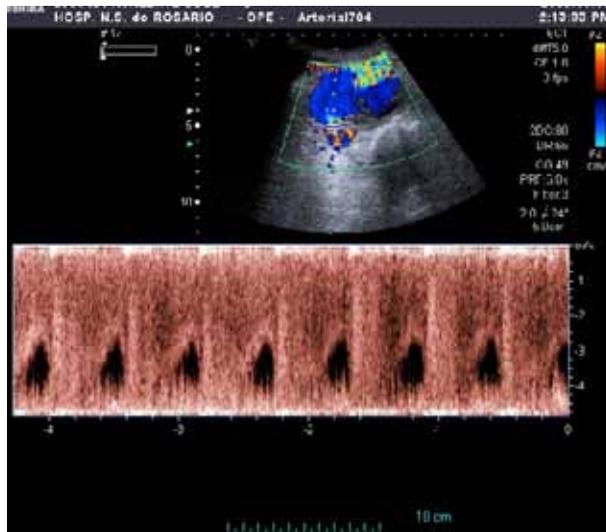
Eco-doppler revelando padrão de alto débito sobre a fistula aorto-cava
